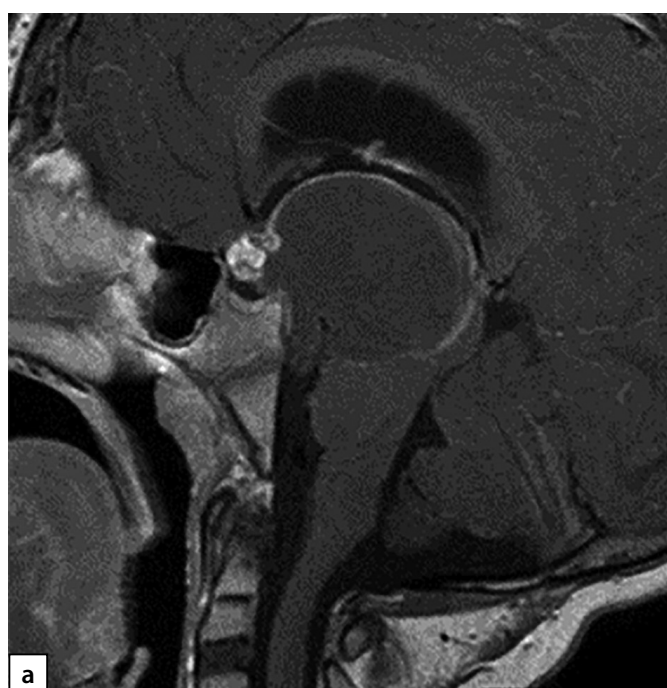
МРТ пациента с КФ (а — до операции, б — на момент обращения).
